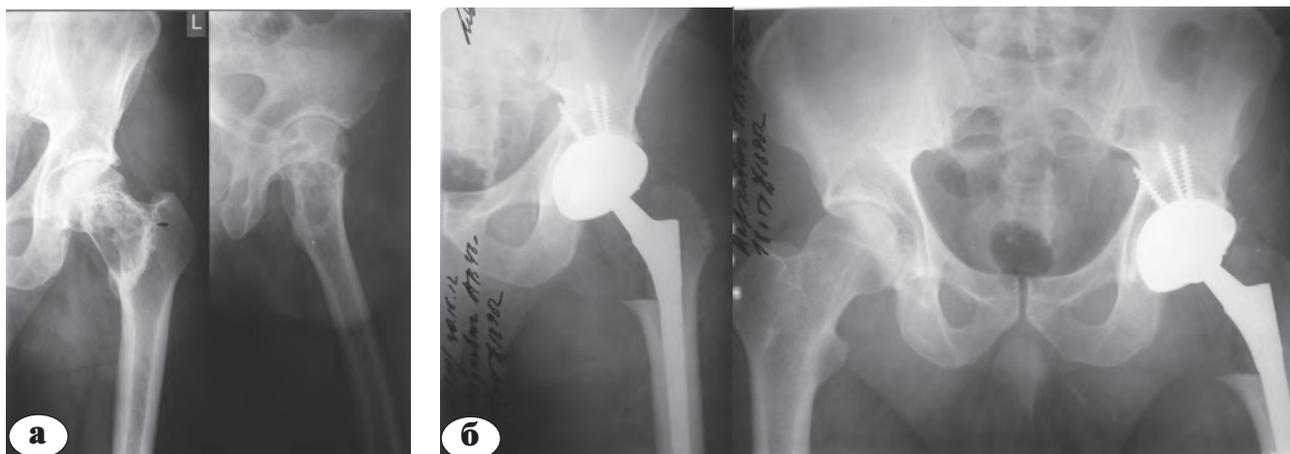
Рентгенограммы пациента М., 45 лет: а – ГКО проксимального отдела левой бедренной кости; б – рентгенограммы после удаления опухоли и тотального эндопротезирования
